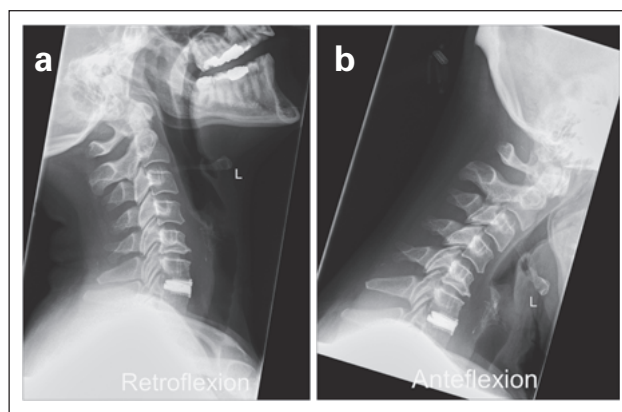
Konventionelle seitliche Röntgenaufnahmen in (a) Retroflexion und (b) Anteflexion bei Zustand nach Implantation einer Bandscheibenprothese.
